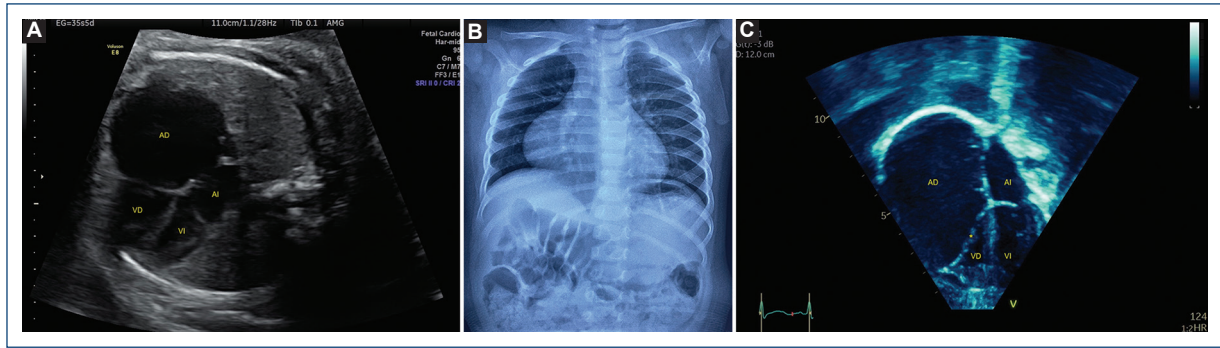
A: ecocardiograma fetal. Vista de cuatro cámaras que muestra dilatación de la aurícula derecha. B: radiografía de tórax. Cardiomegalia a expensas de crecimiento auricular derecho. C: ecocardiograma transtorácico. Dilatación de la aurícula derecha.
